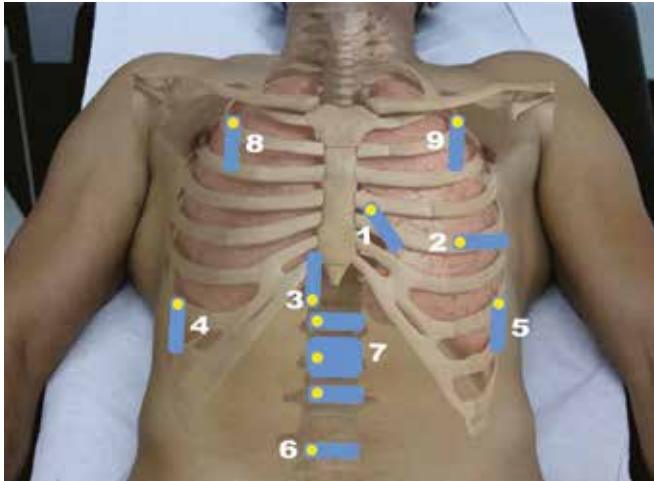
Protocolo RUSH, com as principais janelas a serem obtidas. 1. Janela cardíaca paraesternal eixo longo; 2. Janela cardíaca apical 4 câmaras; 3. Veia cava inferior; 4. Loca de Morisson ou espaço hepatorenal (com pesquisa de derrame pleural/hemotórax); 5. Espaço esplenorenal (com pesquisa de derrame pleural/hemotórax); 6. Janela pélvica com visualização da bexiga; 7. Janela aorta abdominal (com deslizamento); 8 e 9. Janelas pulmonares. Todas as janelas podem ser obtidas com a sonda curvilínear e/ou sectorial.
